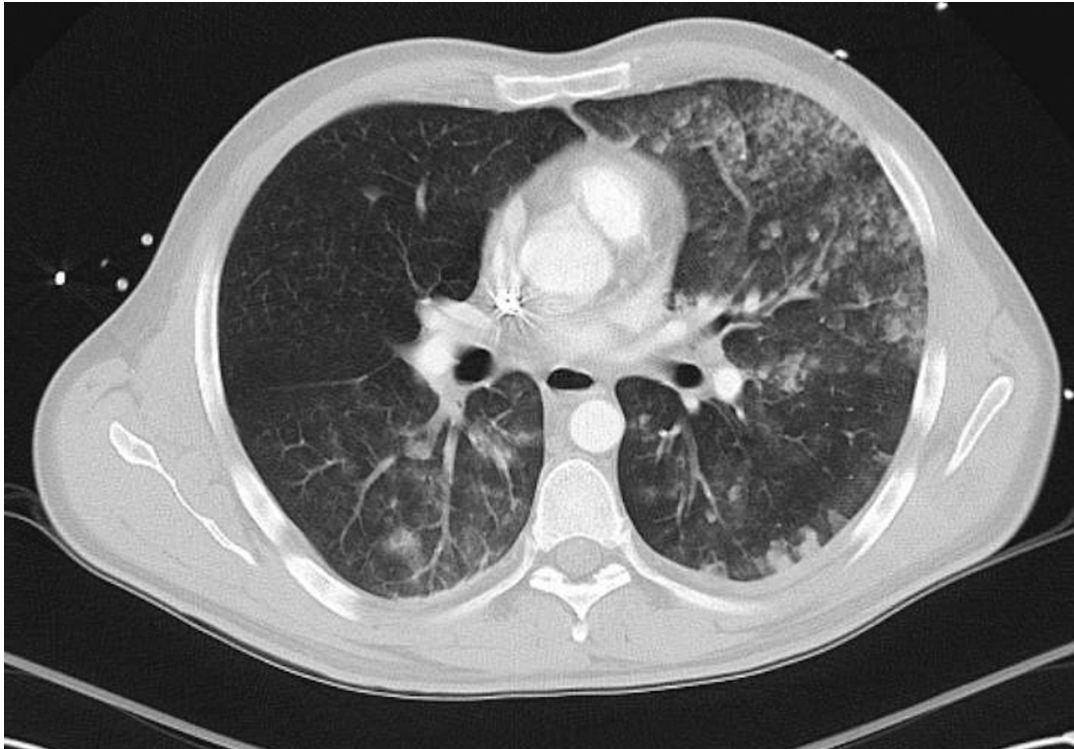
Axiale CT-Aufnahme des Thorax mit Kontrastmittel in arterieller Phase im Rahmen einer Schockraumspirale
